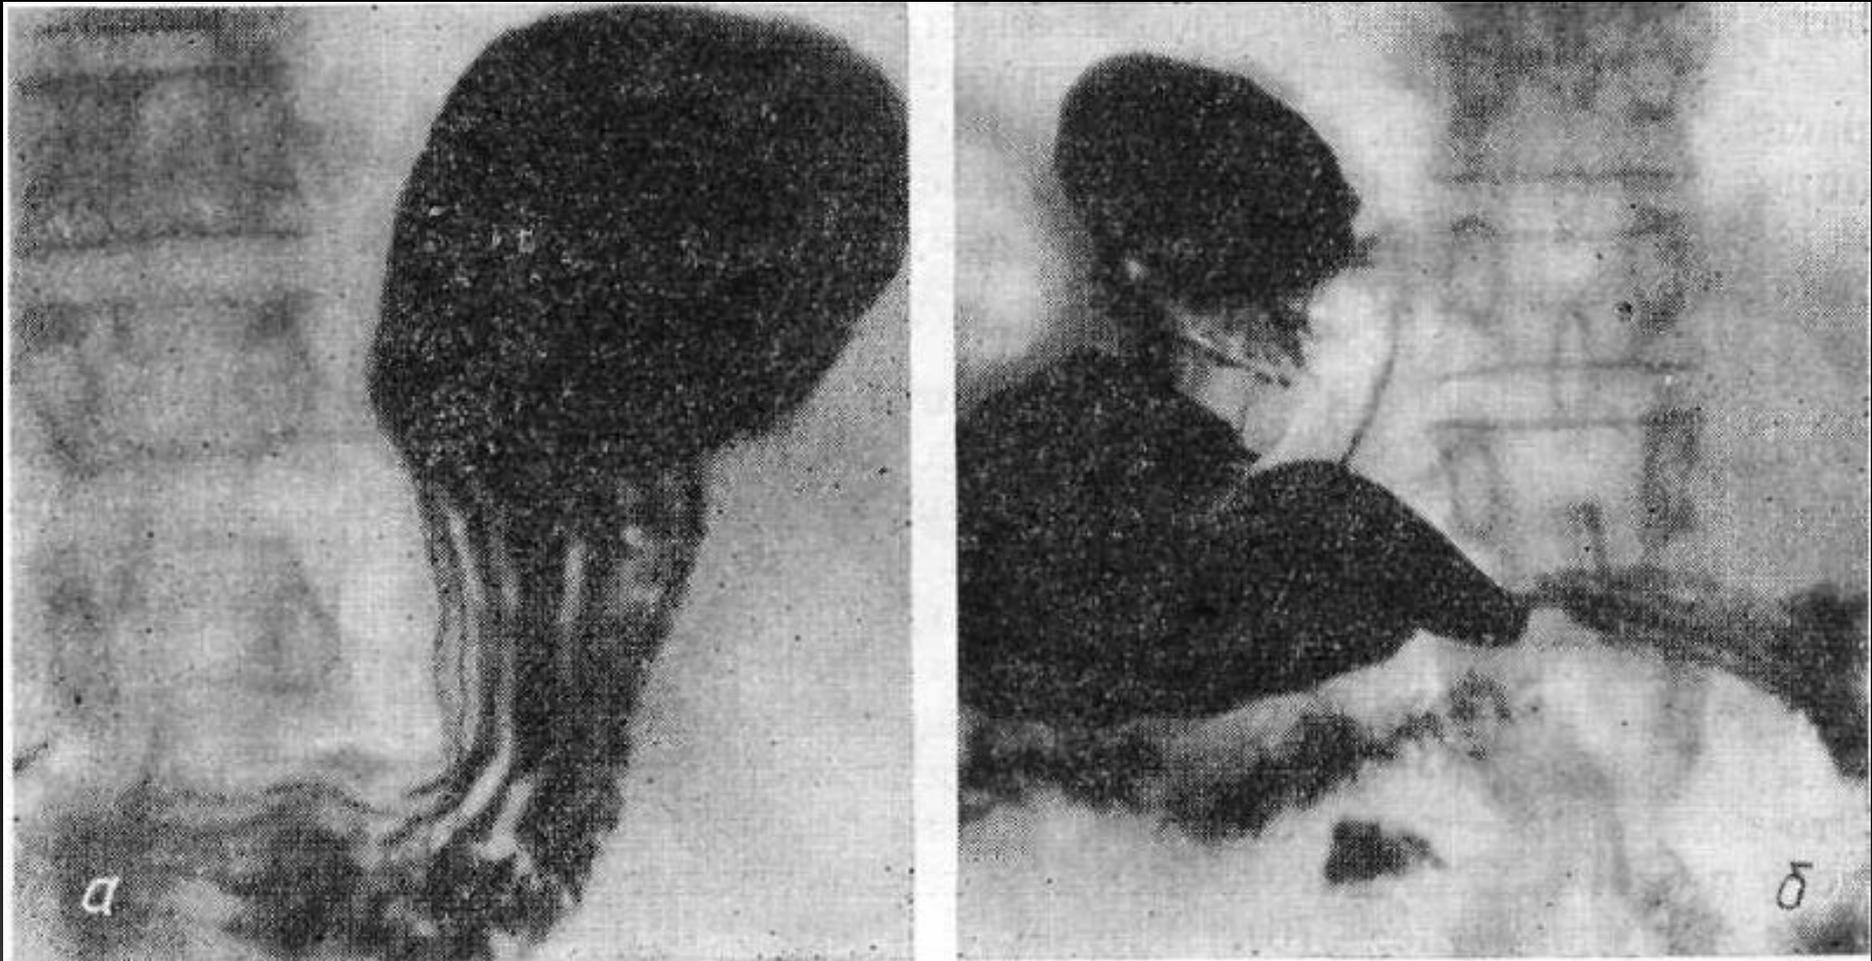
Рентгенограммы желудка в прямой передней *а*, (положение больного на спине), задней (*б*) проекциях (положение больного на животе).
